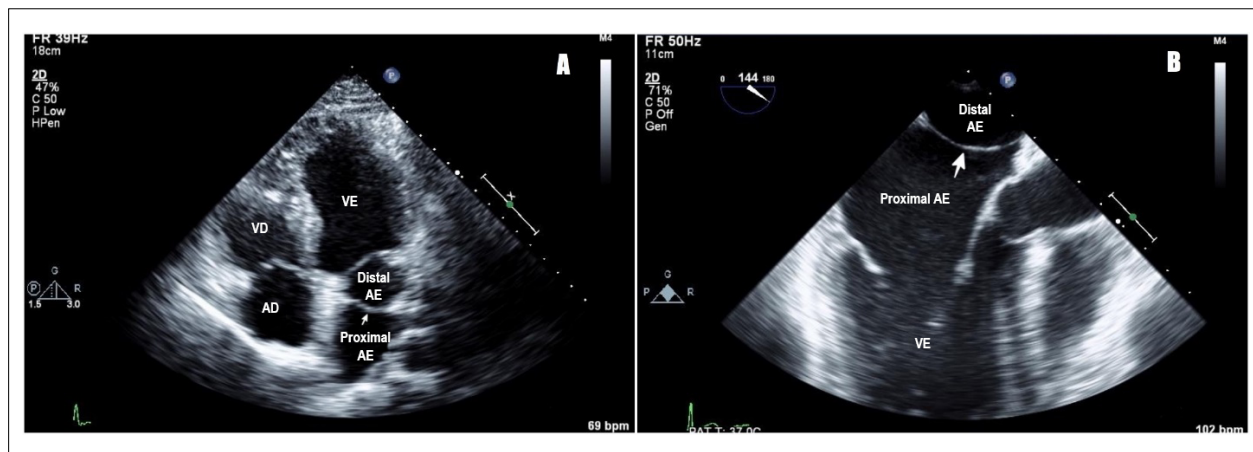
A) Ecocardiograma transtorácico mostrando cor triatriatum: átrio esquerdo proximal e distal separado por uma membrana (Seta branca apontando), AE: átrio esquerdo; VE: ventrículo esquerdo; VD: ventrículo direito; AD: átrio direito. B) Ecocardiograma transesofágico mostrando cor triatriatum: átrio esquerdo proximal e distal separado por uma membrana (seta branca apontando), AE: átrio esquerdo; VE: ventrículo esquerdo.
